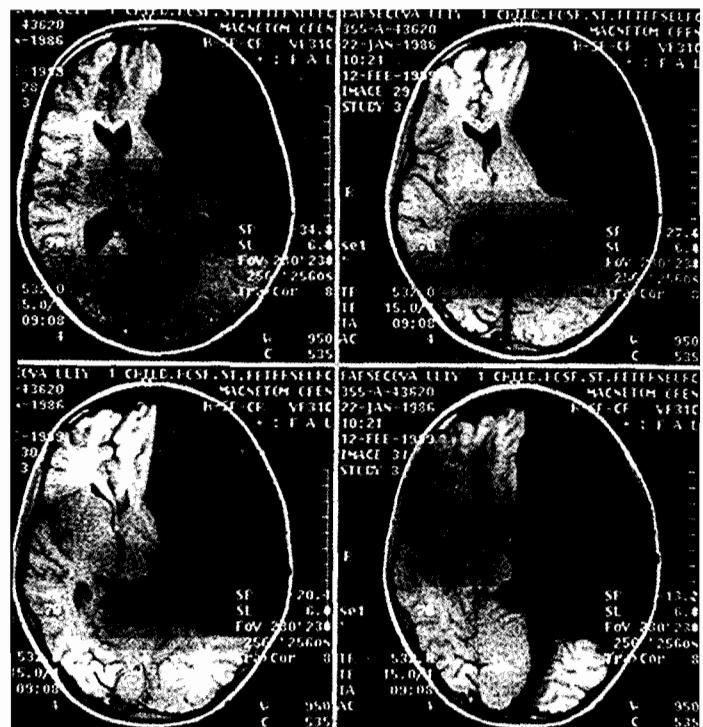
Компьютерная томография головного мозга больной в возрасте 2,5 лет (пояснение в тексте).
